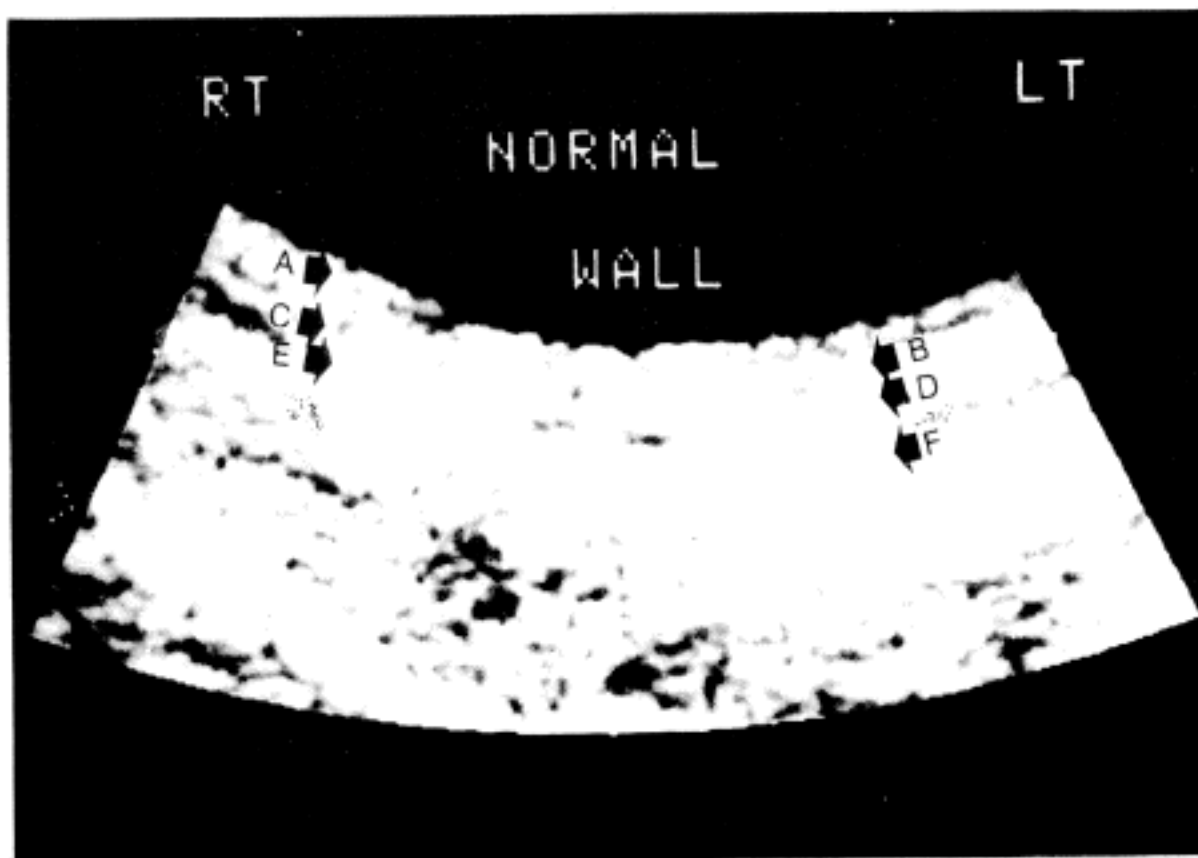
The ultrasonic layer of the rectum. A: The transducer lies centrally B: 1st layer, echogenic, mucosa C: 2nd layer, echopoor, submucosa E: 4th layer, echopoor, muscularis propria F: 5th layer, echogenic, serosa/perirectal fat.
